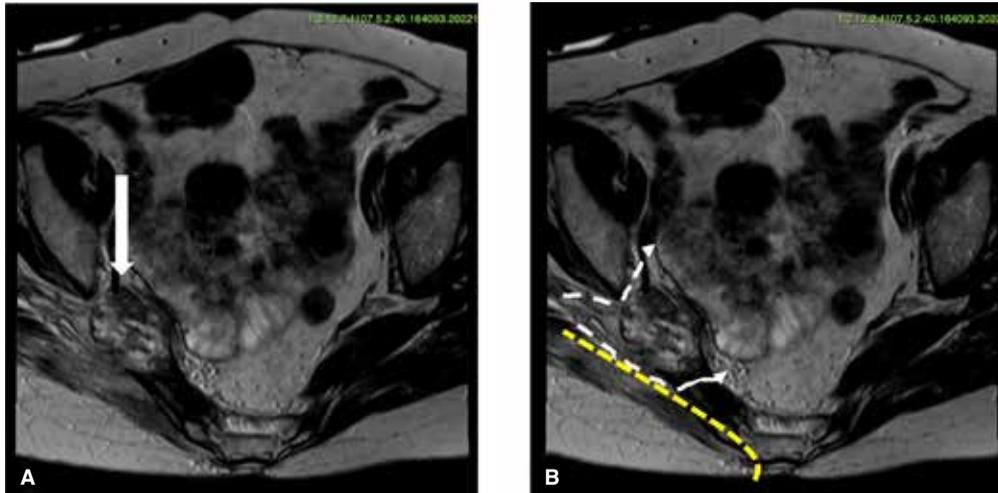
Resonancia magnética que evidencia recurrencia tumoral invadiendo el plexo sacro y el músculo piramidal derecho. En B se observa la planificación de la disección para la resección del tumor mediante la técnica ELSIE. La línea amarilla muestra la dirección de la disección del músculo glúteo mayor, separándolo de su inserción sacra. Las líneas blancas muestran el plano de disección del tumor desde posterior hasta alcanzar el interior de la pelvis a través del foramen ciático mayor.
